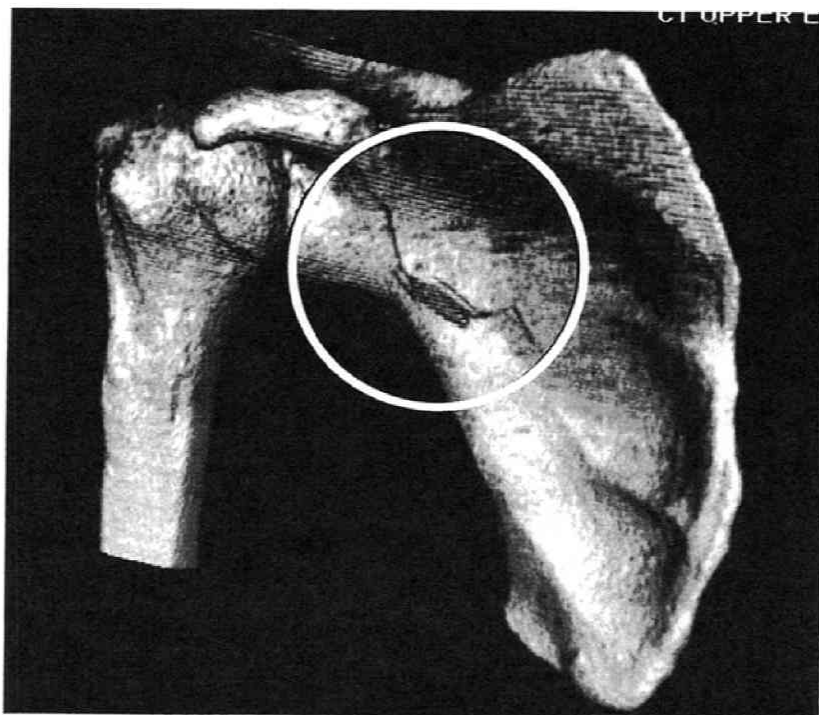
CT scan image (costal aspect).
